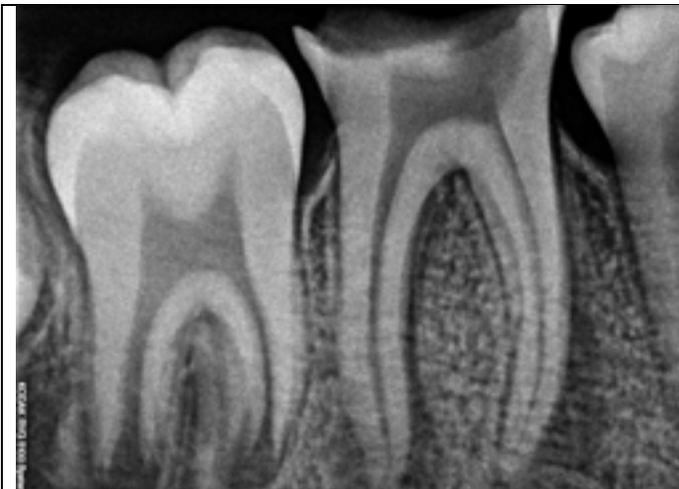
Radiografía periapical intraoral, donde se observa radiolucidez perirradicular alrededor de la raíz mesial y distal del órgano dental #46.
